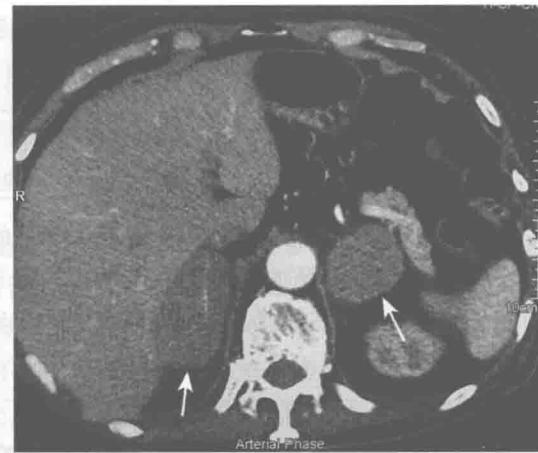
CT 增强显示双侧肾上腺区肿瘤不均匀轻度强化
